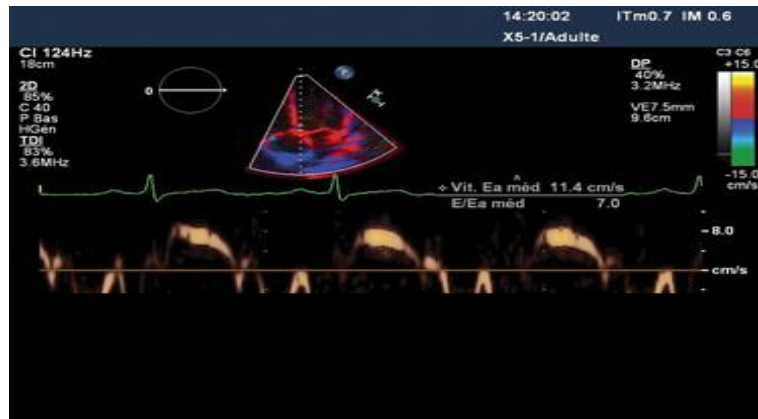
Doppler tissulaire de l'anneau mitral(167)
